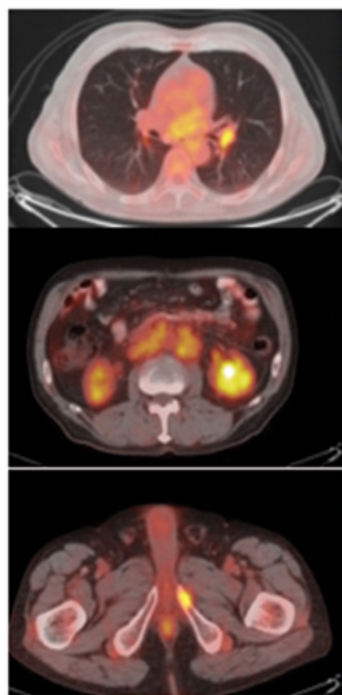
CORTES AXIALES FUSION PET/CT en donde se observa: a) adenopatía hipermetabólica en grupo 10L mediastino. b) adenopatías hipermetabólicas para aórticas bilaterales. c) foco hipermetabólico en hueso pélvico. Cortesía: Dr. Francisco Cornejo.
